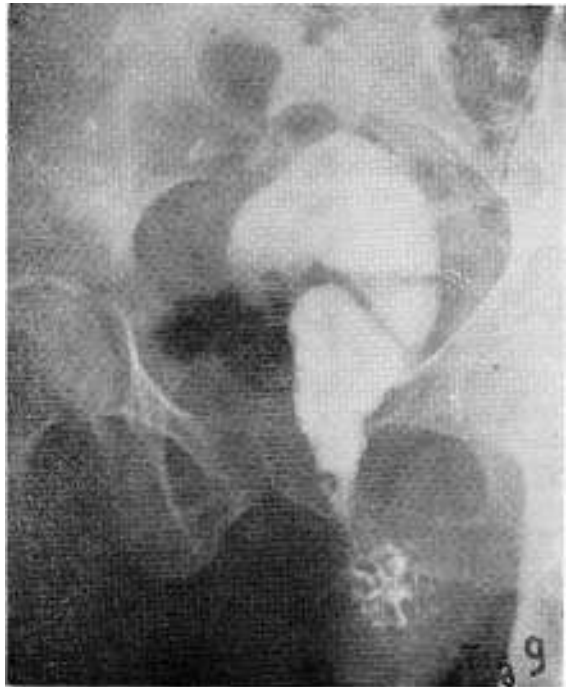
Radiografía 4 (2-VII-72). Tres horas después del enema opaco. El bario retenido en el recto y última porción del ileon en situación antiperistáltica.
